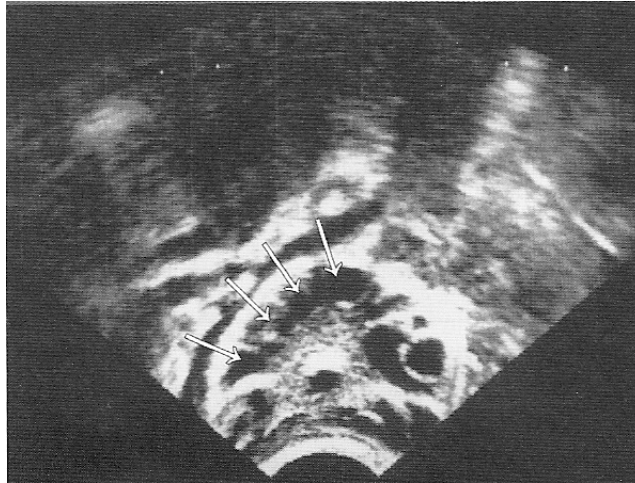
Sonographische Darstellung polyzystisches Ovar
